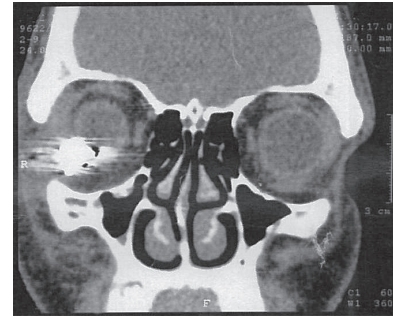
Tomografia computadorizada de crânio e órbita, evidenciando sistema nervoso central preservado e presença do PAF em cavidade orbitária direita localizado inferiormente
